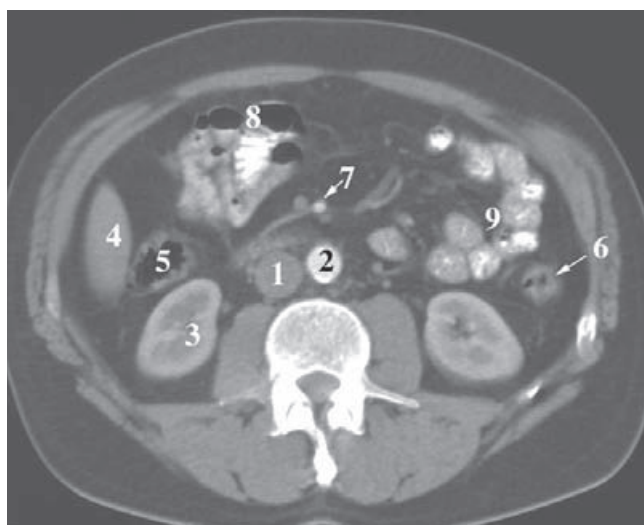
TC de la cavidad abdominal. 1) vena cava inferior; 2) aorta abdominal; 3) riñón derecho; 4) hígado; 5) colon descendente; 6) colon ascendente; 7) vasos mesentéricos superiores; 8) colon transversal; 9) asas intestinales.
